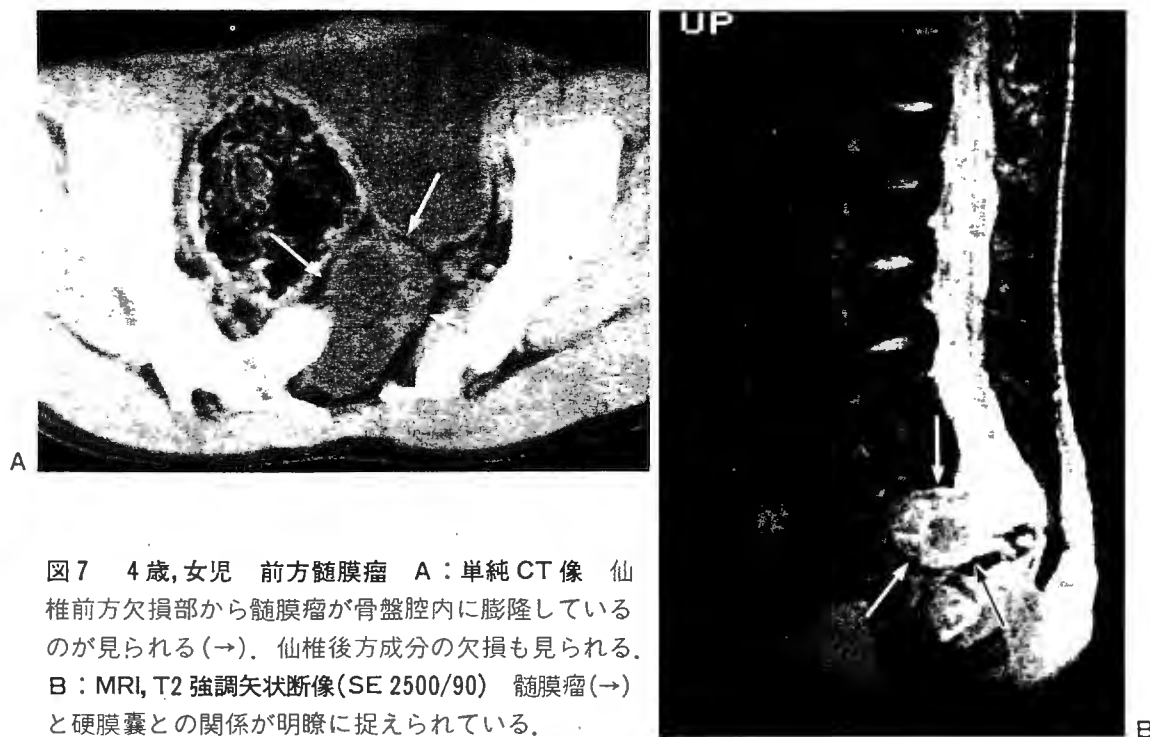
4歳, 女児 前方髄膜瘤 A: 単純CT像 仙椎前方欠損部から髄膜瘤が骨盤腔内に膨隆しているのが見られる(→)。仙椎後方成分の欠損も見られる。B: MRI, T2強調矢状断像(SE 2500/90) 髄膜瘤(→)と硬膜嚢との関係が明瞭に捉えられている。
